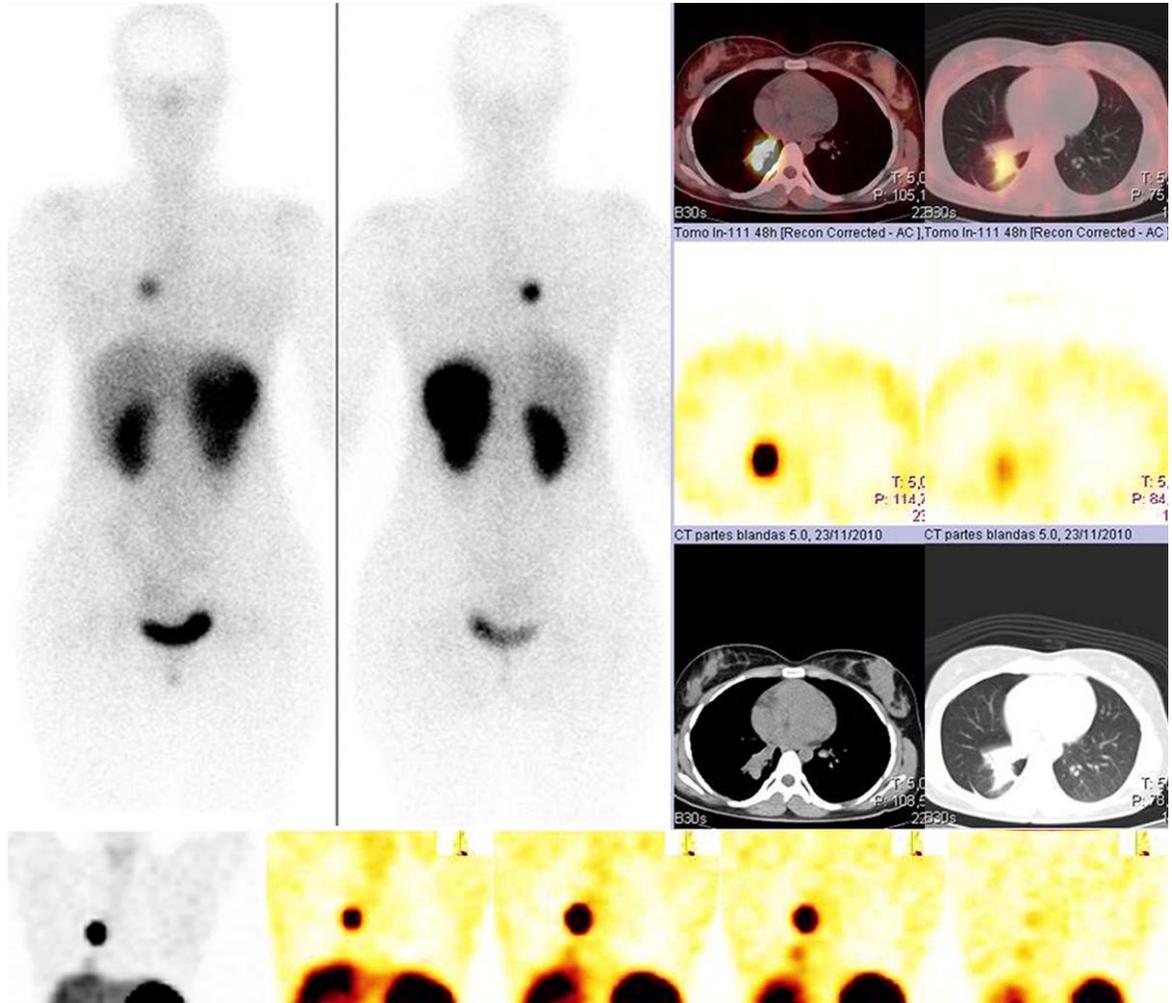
Mujer de 18 años estudiada por clínica de neumonías de repetición que muestra una masa parahiliar derecha en el CT. En la broncoscopia se observa una masa redondeada e hipervascularizada con implantación pediculada que nace del origen del bronquio del lóbulo inferior derecho y que obstruye prácticamente por completo su luz. La gammagrafía, realizada para estudio de extensión preoperatorio, muestra una intensa captación de radiotrazador en la masa conocida (foco 56) así como una captación de menor intensidad en el lóbulo inferior derecho (foco 57). El SPECT/CT muestra que este último foco corresponde a una atelectasia obstructiva y neumonía del lóbulo inferior derecho. La paciente fue tratada con bilobectomía derecha reglada observándose en el estudio histológico un tumor neuroendocrino bien diferenciado compatible con carcinoide típico.
